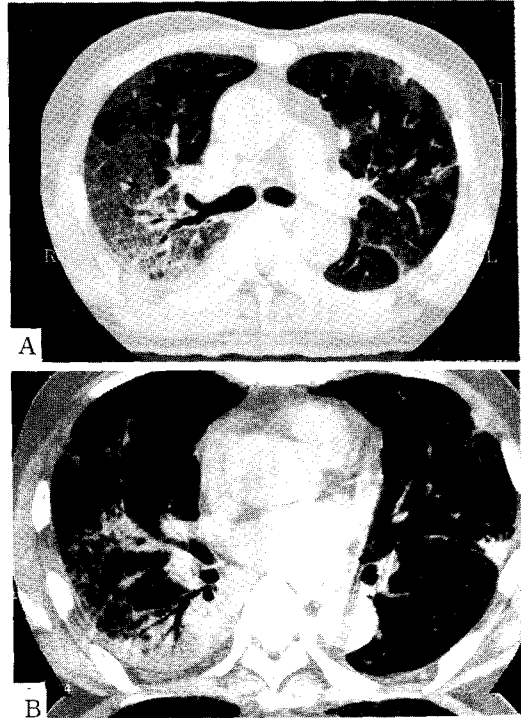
A. High-resolution CT of the lungs shows ground-glass opacities, airspace consolidation and some interlobar septal thickenings bilaterally in the posterior peripheral lung fields. B. High-resolution CT of the lungs in mediastinal window setting shows that the density of consolidated lung is similar or slightly higher to that of muscle.
